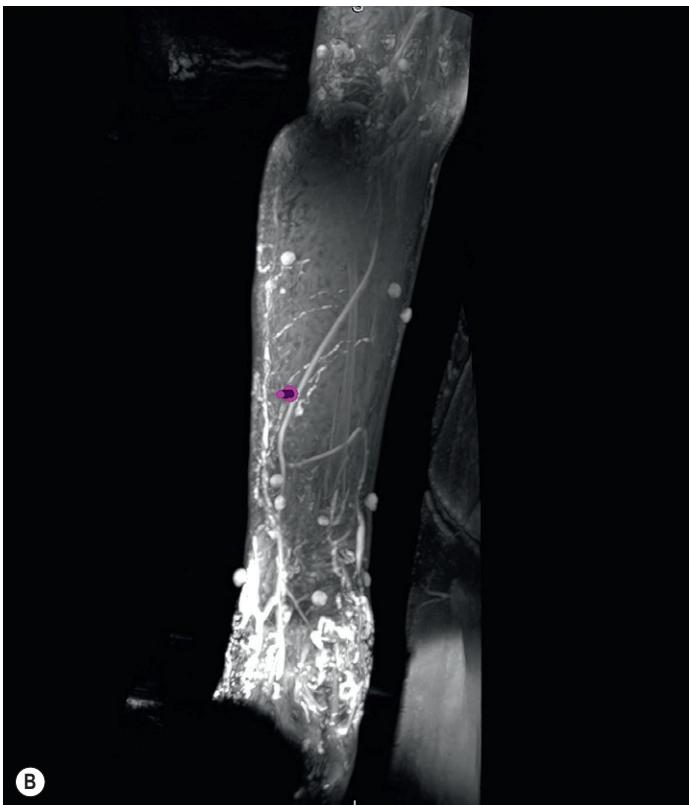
Images of lympho-MRI for a preoperative study of lymphovenous anastomosis in a patient with lymphedema. (A) Axial lympho-MRI view. Magenta arrow indicates the lymphatic vessel filling of contrast and the vein attached with signal void. (B) 3-D MIP reconstruction of the same patient. Magenta arrow indicates the point where is the lymphatic vessel.
